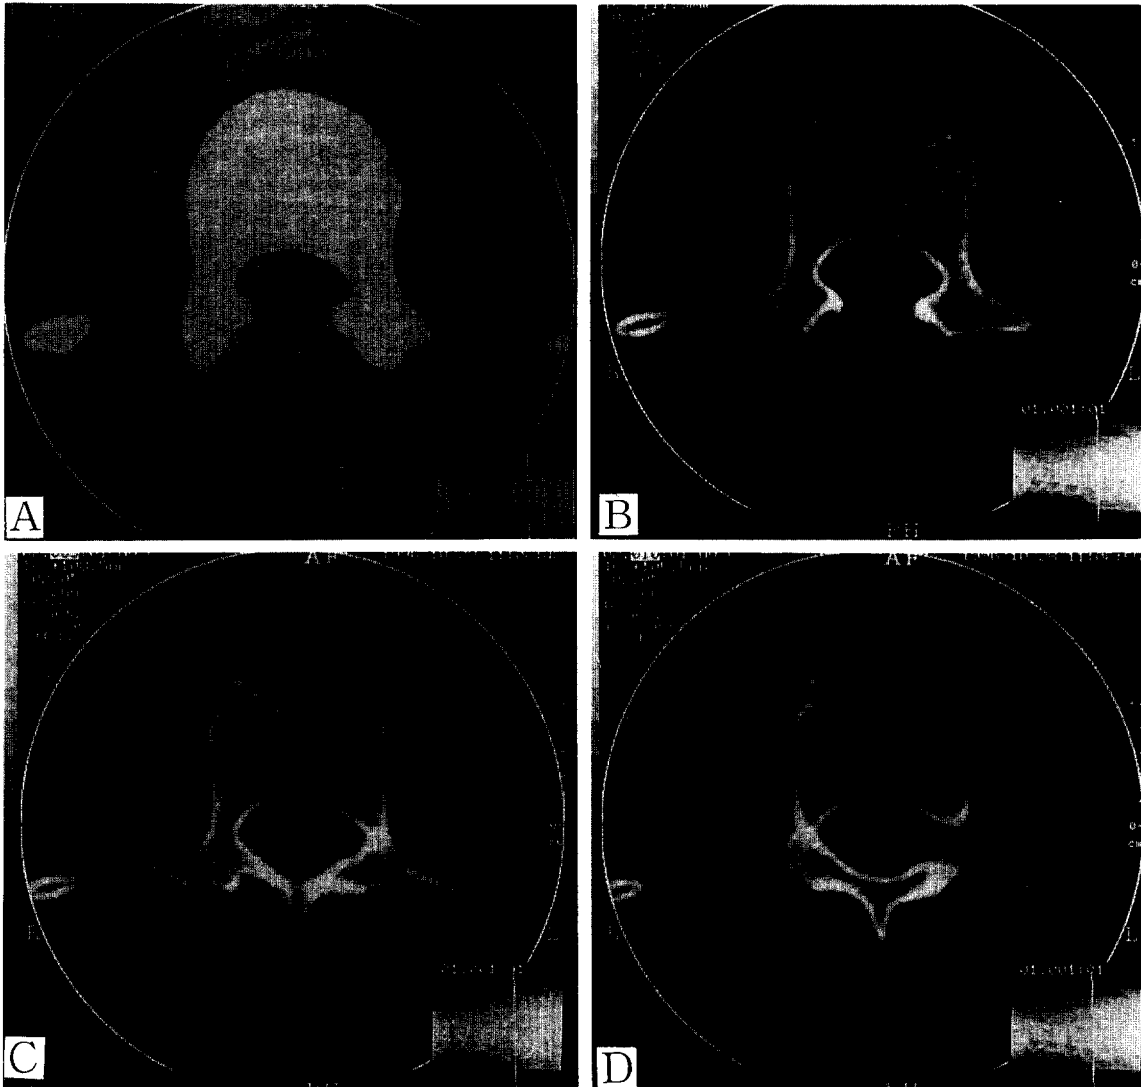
Multiple fracture of L1 lumbar spine in CT scan(A-D).
